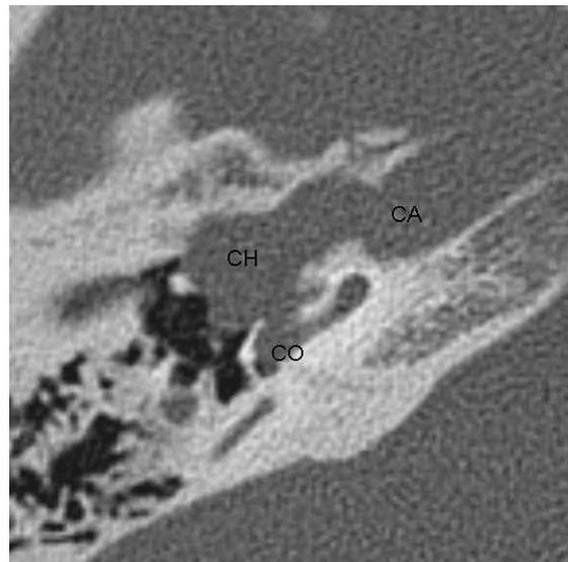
Oreille droite : TDM : coupe axiale de l'os temporal. CO : tour basal de la cochlée ; CA : artère carotide ; CH : cholestéatome
